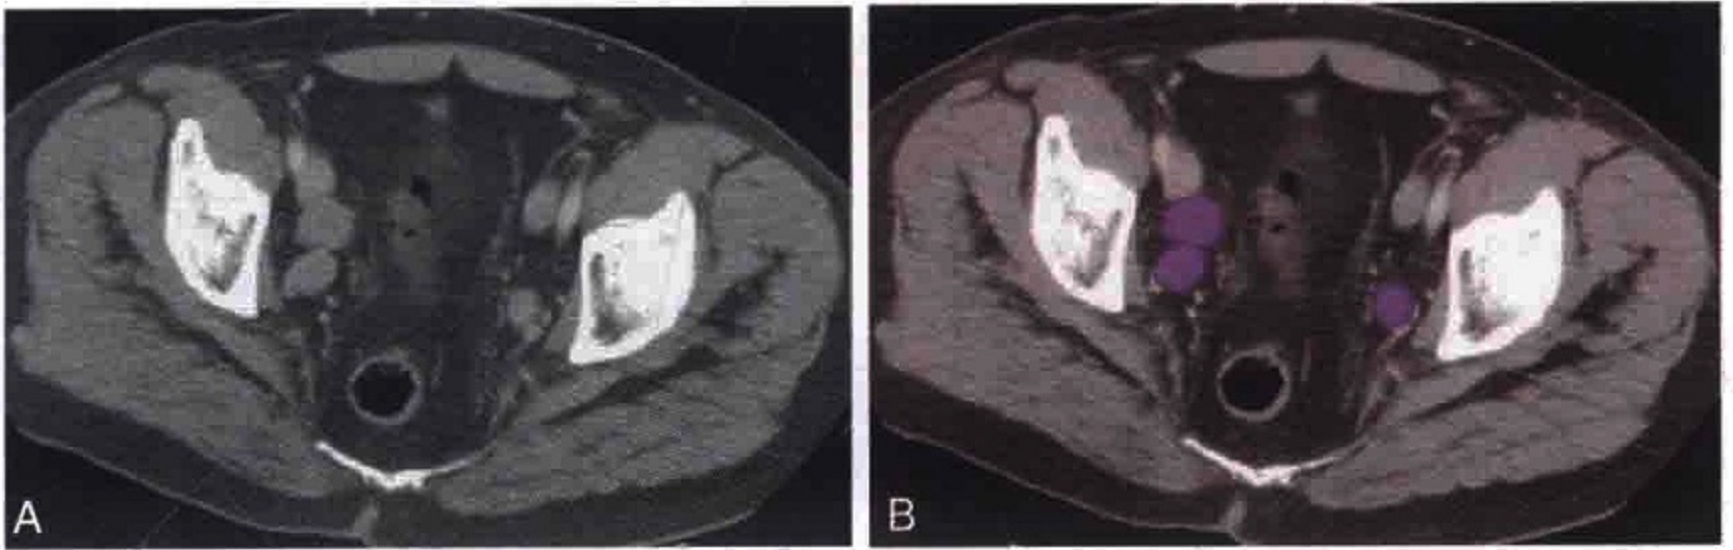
横轴位 CT 图像示前列腺癌患者双侧闭孔淋巴结转移 (紫色)
